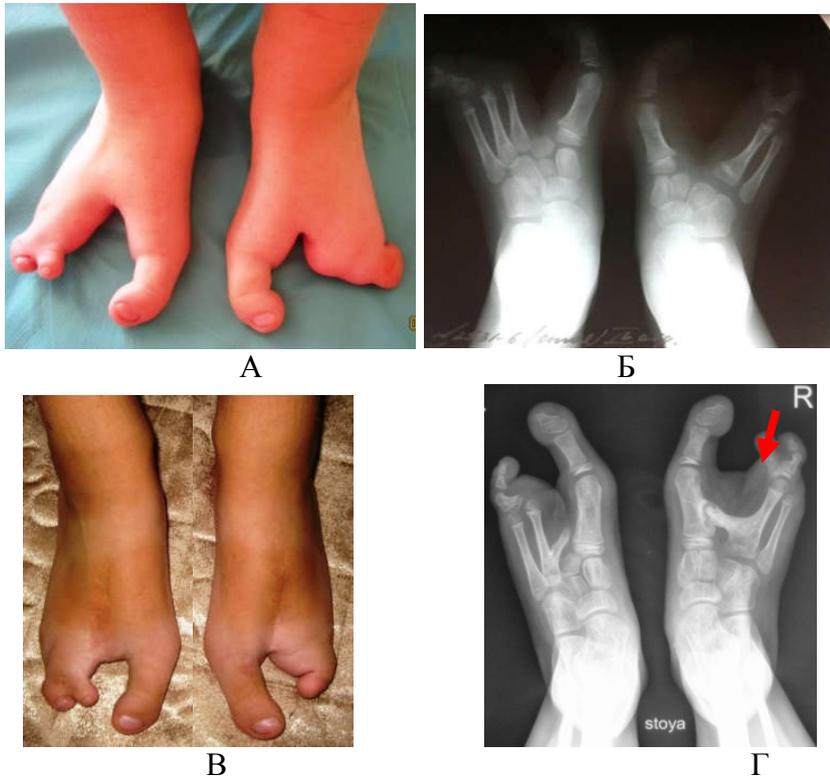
Пациентка Ч, 5 лет. Фото (А) и рентгенограмма (Б) стоп до оперативного лечения; фото (В) и рентгенограмма (Г) стоп после первого этапа оперативного лечения (стрелкой отмечено несостоятельность синостоза 1-4 плюсневых костей)
